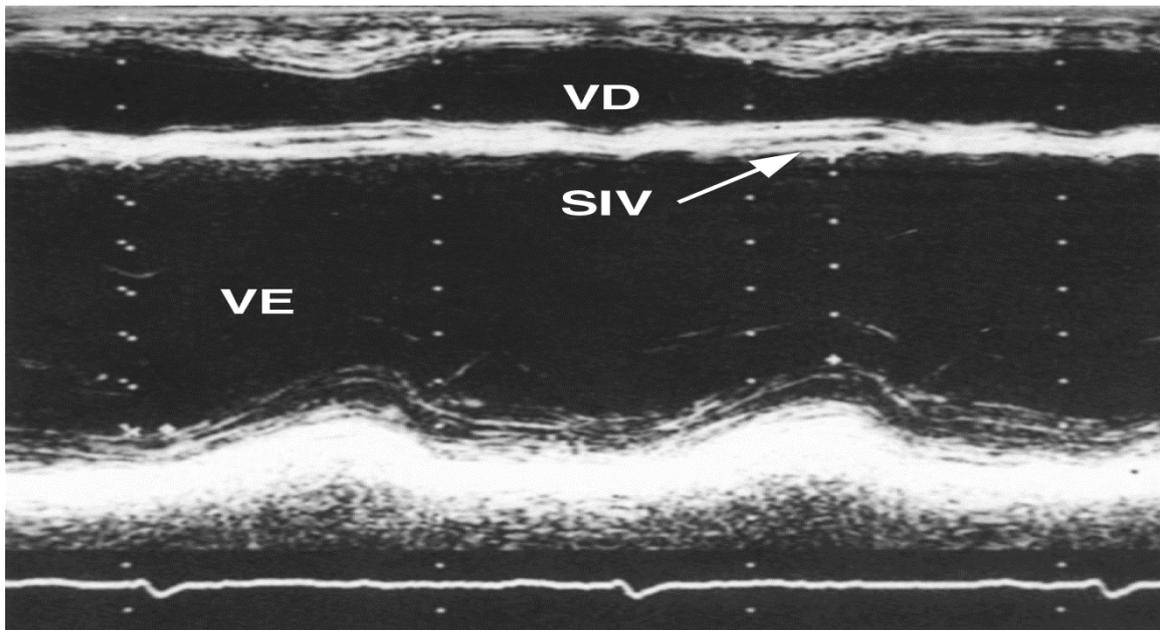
Ecocardiograma de uma paciente com fibrose septal secundária a enfarte do miocárdio. Notem a diminuição da espessura do septo interventricular (SIV) que se encontra acinético e bastante refletor de ultra-som.
